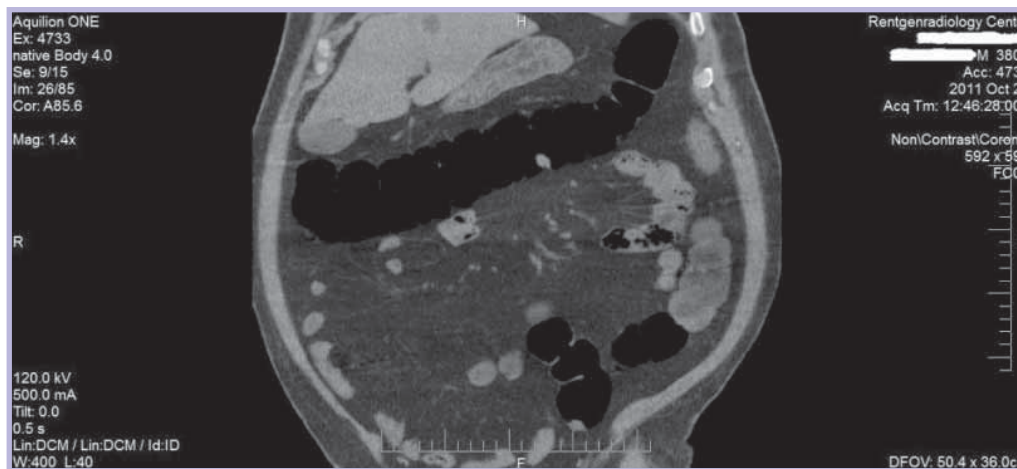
Визуализация полипа поперечной ободочной кишки при КТ-реконструкции
